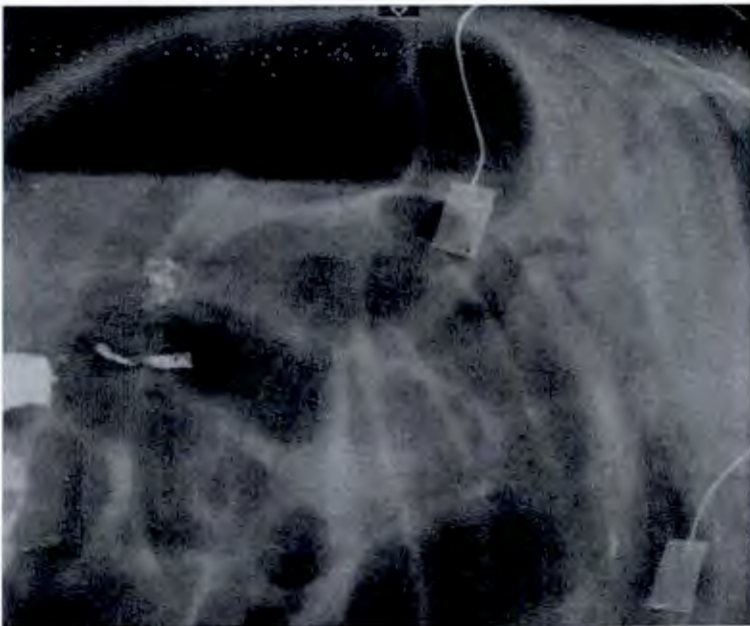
Radiografía tangencial de abdomen donde se observa Neumatosis Porta.
